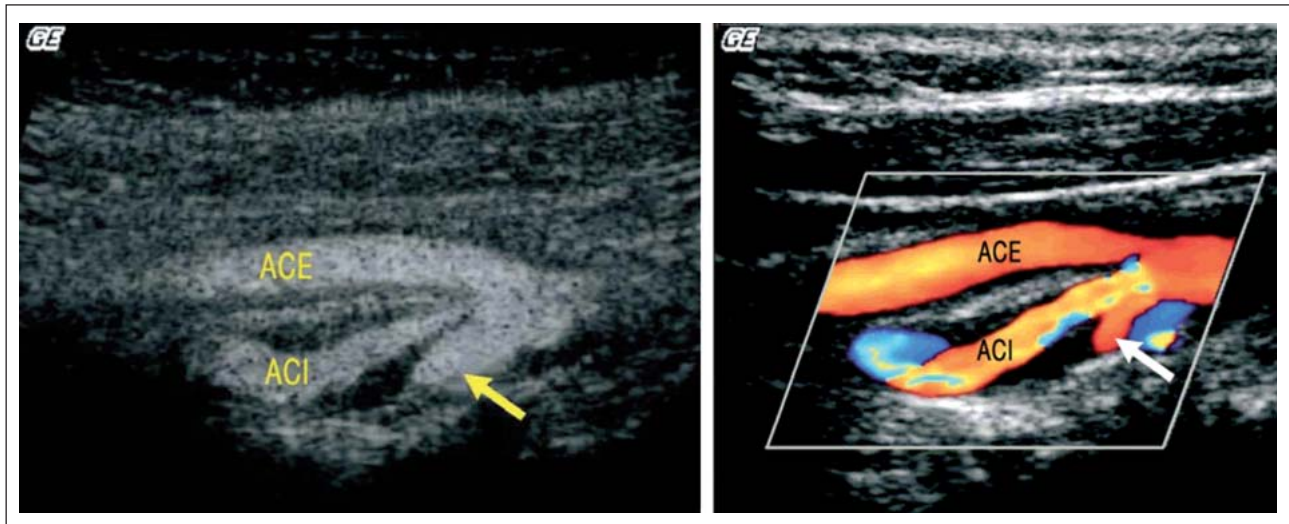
B-Flow und Farbdopplersonographie einer echoarmen Plaque mit tiefem Ulcus
